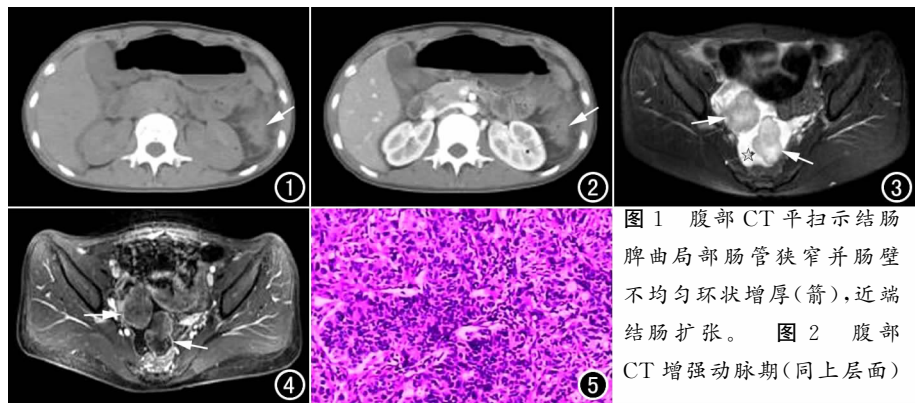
腹部 CT 平扫示结肠脾曲局部肠管狭窄并肠壁不均匀环状增厚(箭), 近端结肠扩张。图 2 腹部 CT 增强动脉期(同上层面)
